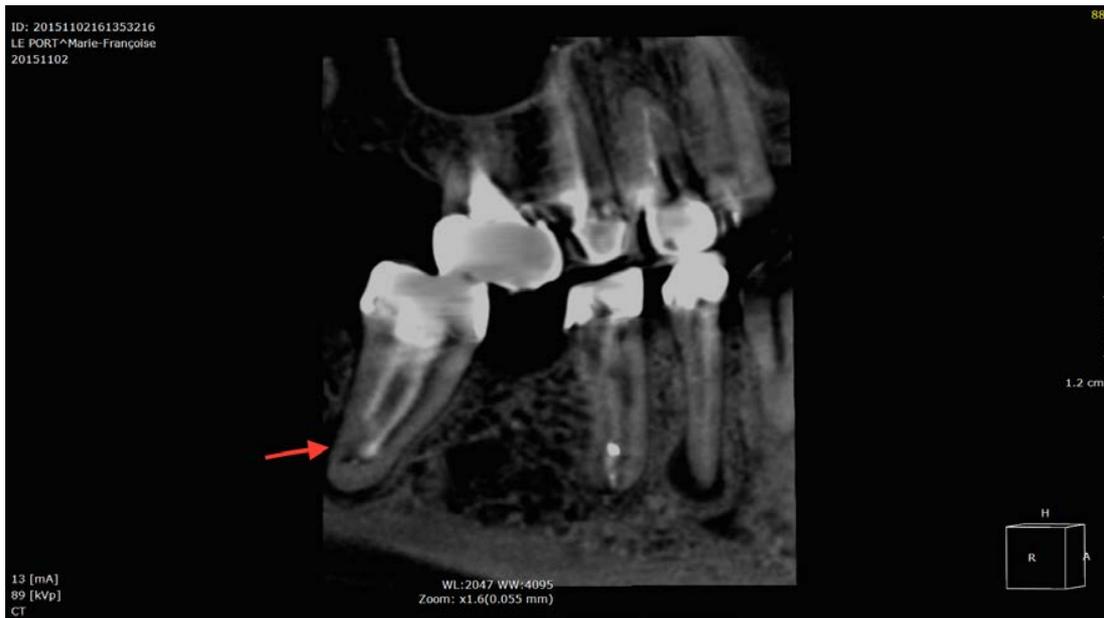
image issue du Cone Beam réalisé sur la 47. (Cas du Dr Chaudeau)
